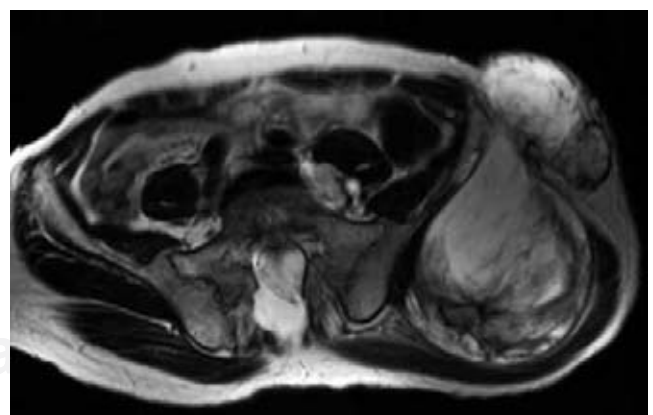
RM de pelvis. Secuencia T2. Axial: A nivel del sacro se aprecia falta de fusión de los elementos posteriores y canal raquídeo amplio en relación con disrafismo sacro. Tumoración lobulada hacia el aspecto anterior de la pelvis de lado izquierdo de iguales características que la de mayor tamaño.
